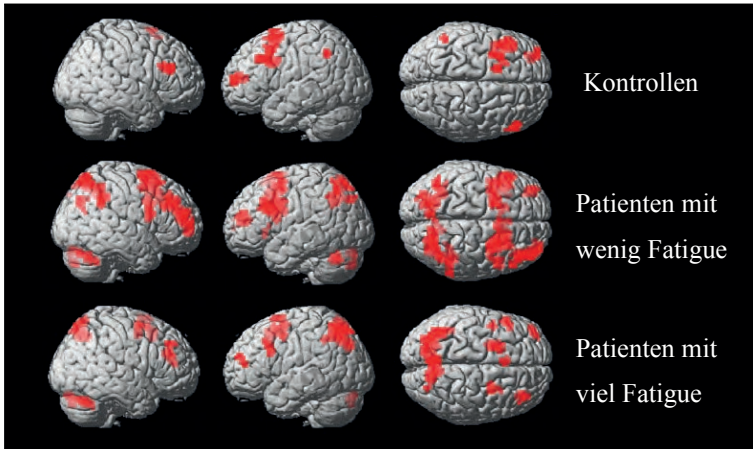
Hirnaktivierung, dargestellt mit funktioneller Kernspintomografie
